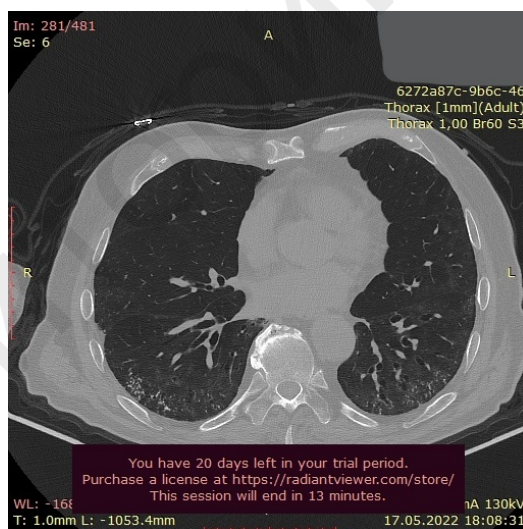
КТ легких пациента (объяснение в тексте)
